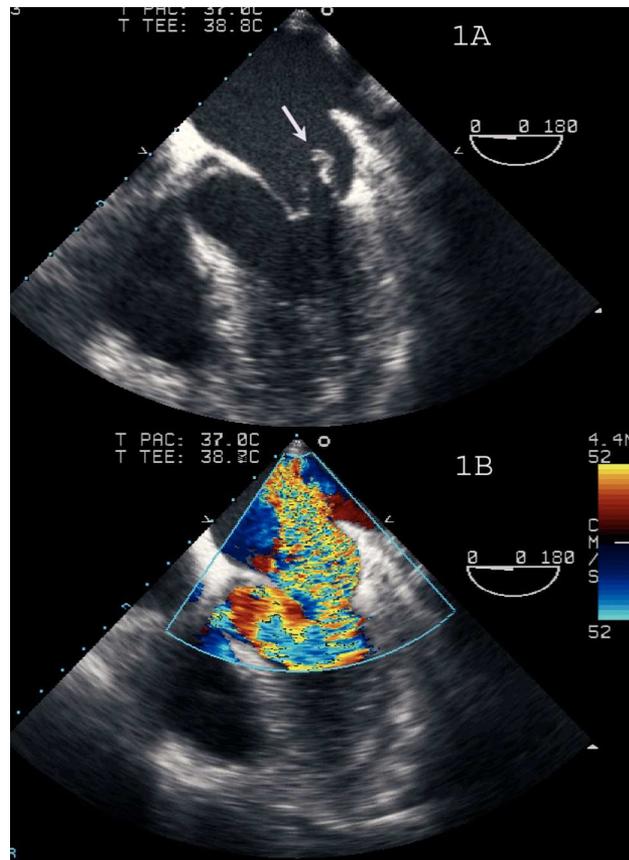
A: proyección de cuatro cámaras de ecocardiograma transesofágico, donde se observa una imagen compatible con rotura del músculo papilar anterolateral, con eversión a la aurícula izquierda (flecha). B: Doppler color del chorro de insuficiencia mitral severa.
